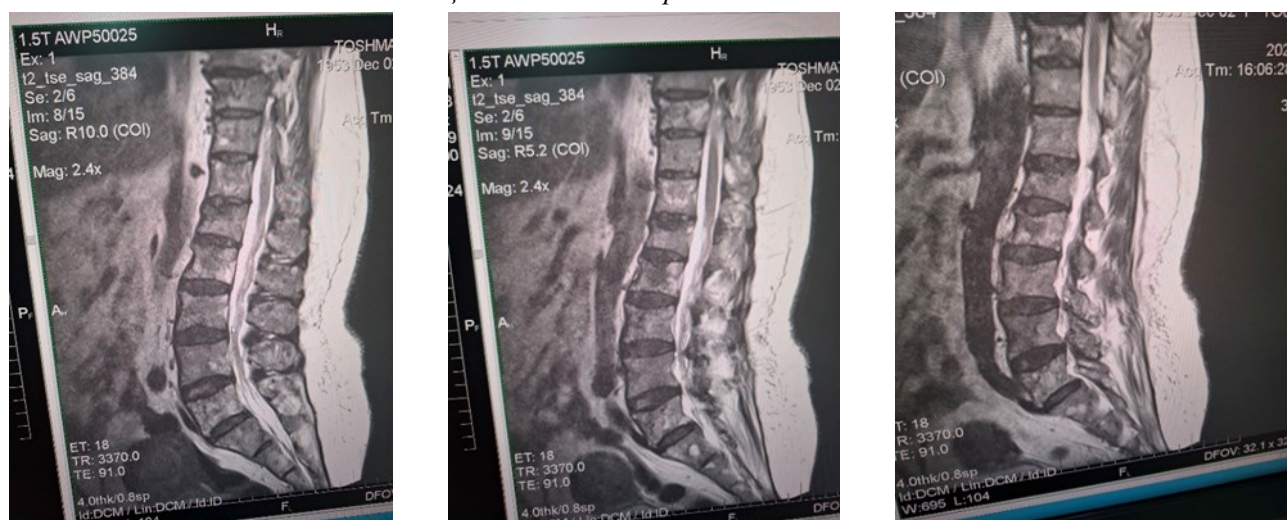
Пациентка О. МРТ картина после лечения.
